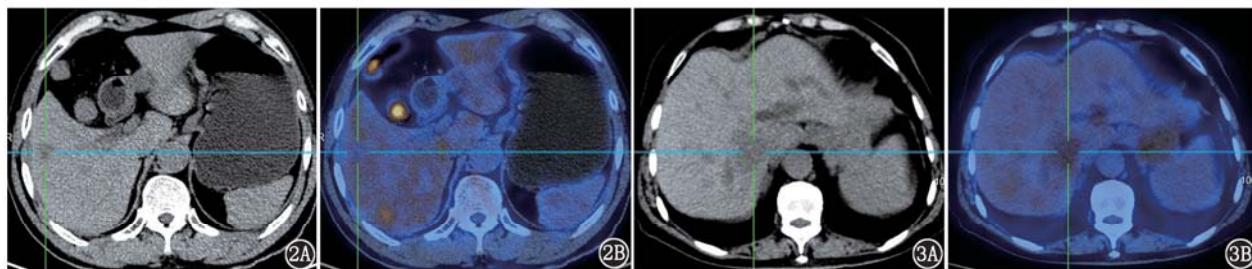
肝右叶 V 段局灶性肝紫癜患者(女,68 岁)影像学检查图。2A. CT 平扫示肝右叶类圆形低密度病灶,边界模糊;2B. ^{18}F -脱氧葡萄糖(FDG) PET/CT 显像示肝右叶病灶较周围肝实质呈略低代谢 图 3 肝右叶 VII 段局灶性肝紫癜患者(女,67 岁)影像学检查图。3A. CT 平扫示肝右叶片状低密度病灶,边界模糊;3B. ^{18}F -FDG PET/CT 显像示病灶较周围肝实质呈略高代谢
